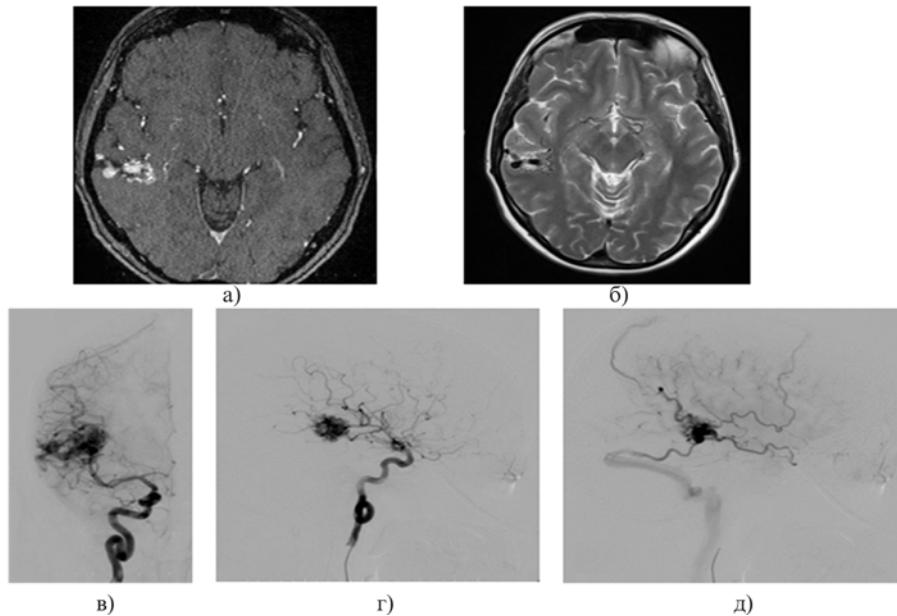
Предоперационное МРТ-обследование головного мозга: МР-ангиограмма (а), Т2-режим (б) и интраоперационные ангиограммы в прямой (в) и боковой (г, д) проекциях визуализируют узел АВМ в правой височной доле, кровоснабжаемый ветвями средней мозговой артерии, и патологический сброс в систему поверхностных вен
